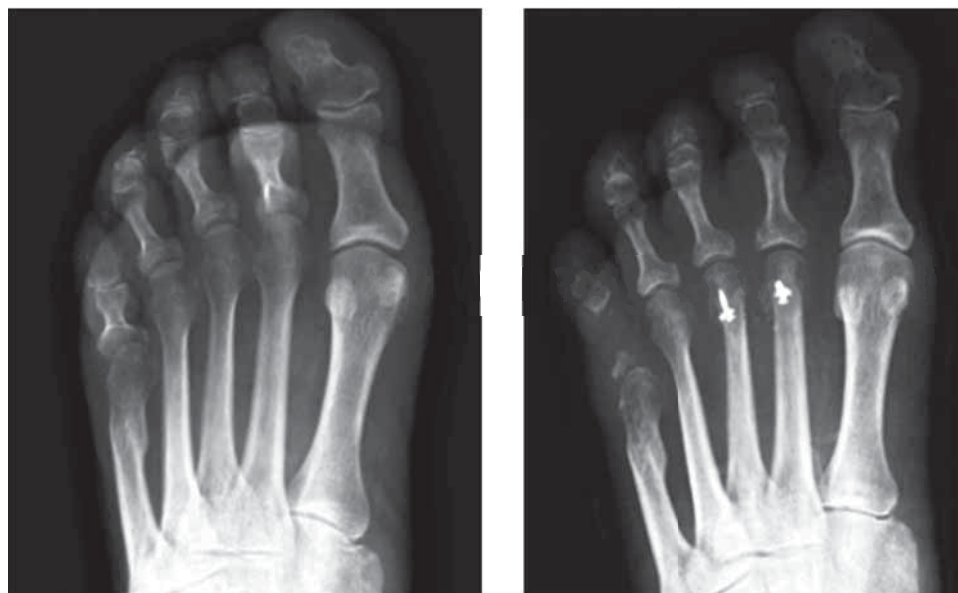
Radiografías pre y postquirúrgicas con la corrección de la parábola.
